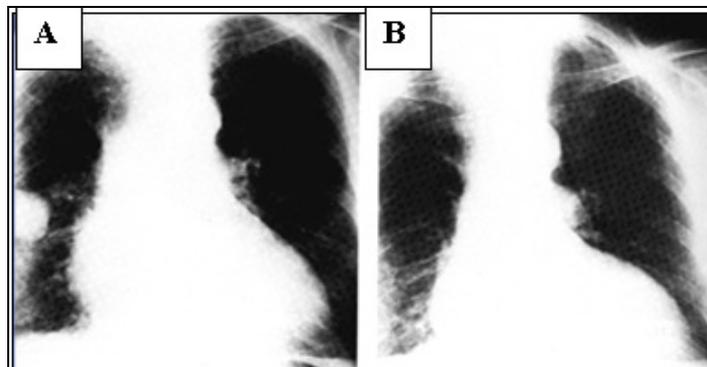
Radiographie. Effusions pleurales localisées dans la fissure horizontale, qui disparaît après traitement diurétique (tumeur « fantôme »)
